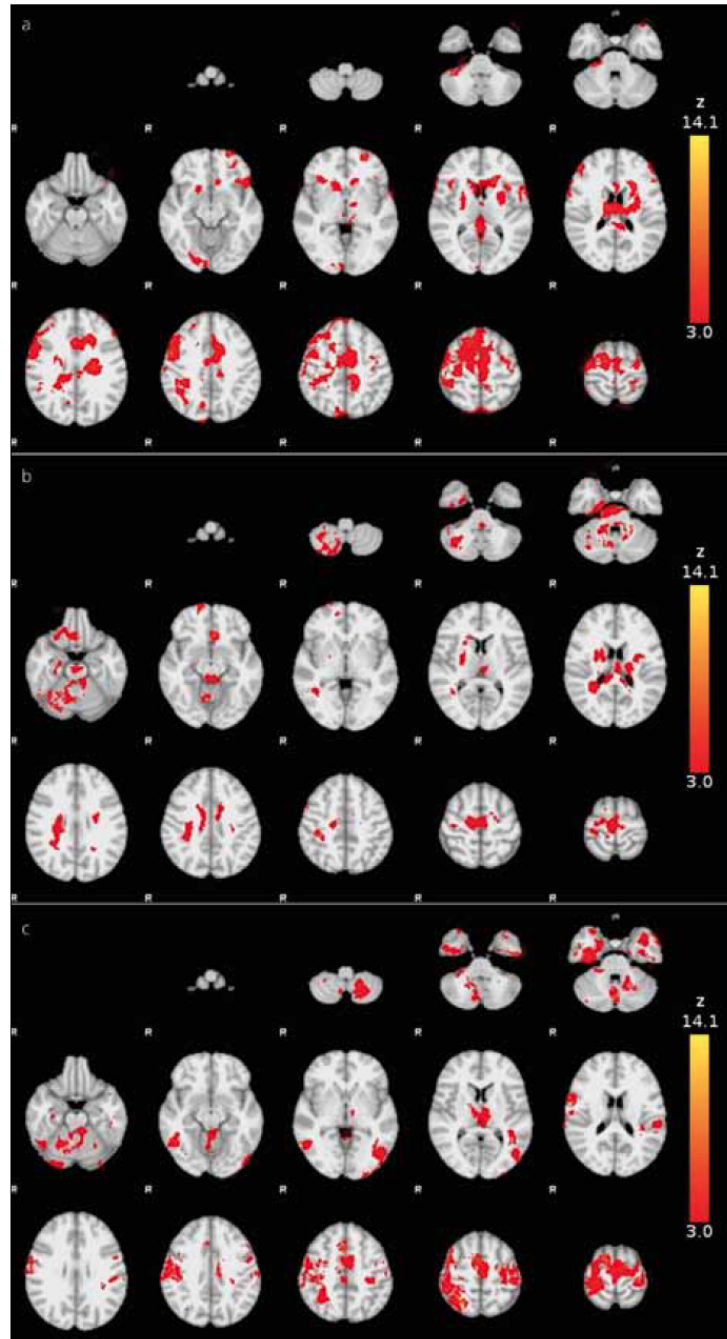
Functional MRI activation during a real finger movement (a) before BoNT treatment, (b) four and (c) eleven weeks following BoNT administration. Group mean statistical maps (Z-score) are overlaid in color on the MNI anatomical template. Right side of the brain is displayed on the left.
